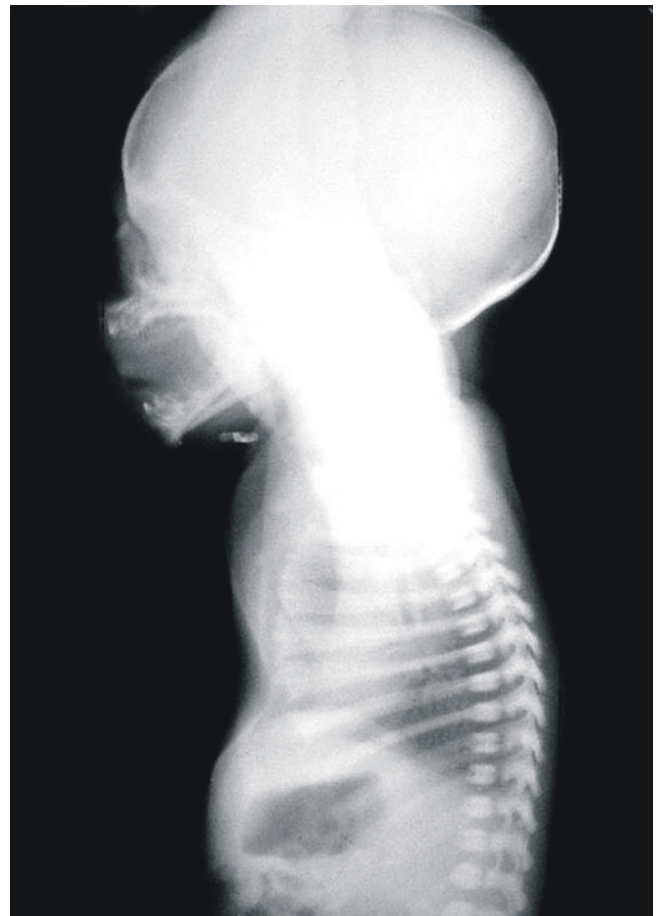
Radiografía de tórax de una vista lateral en un recién nacido pretérmino con enfermedad de la membrana hialina donde es evidente la retracción esternal.
